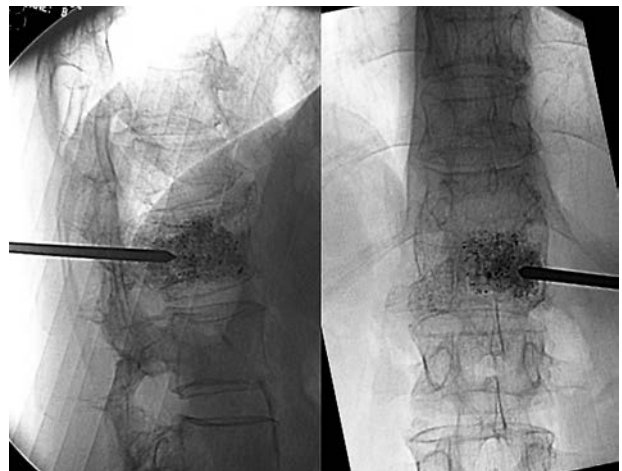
Рентгенография позвоночника в процессе выполнения вертебропластики тела L1
